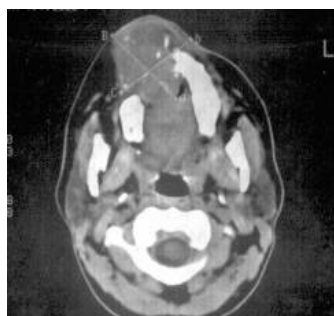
На КТ б-го А-ва, 67 л., выявляются КТ-признаки незавершенного инфильтративного остеоллиза альвеолярного отростка в/ч справа: деструкция костных структур с “зубчатой изъеденностью” сохранившихся костных стенок, наличием костных фрагментов как в центре, так и по периферии тени с КТ-признаками различной степени выраженности остеоллиза.
